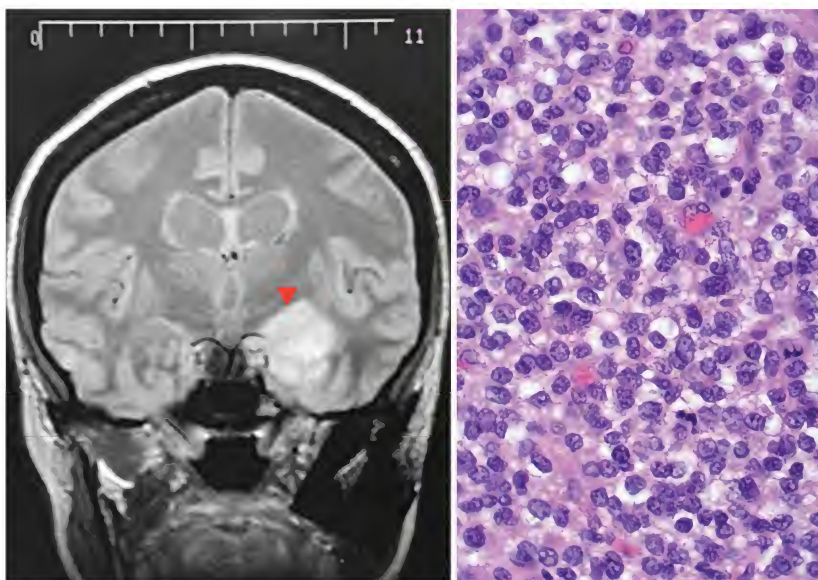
Oligodendroglioma, resonancia magnética y vista microscópica
